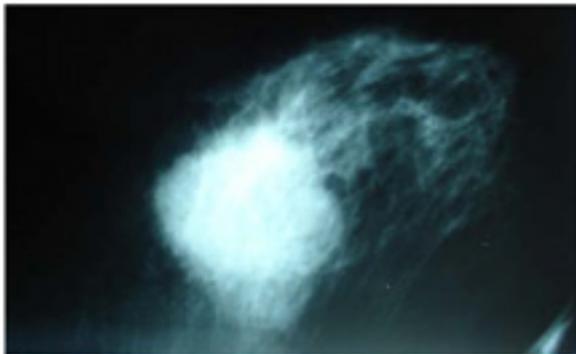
Рентгенограма хворої В.Л.Ю. до лікування (03.06.11)
